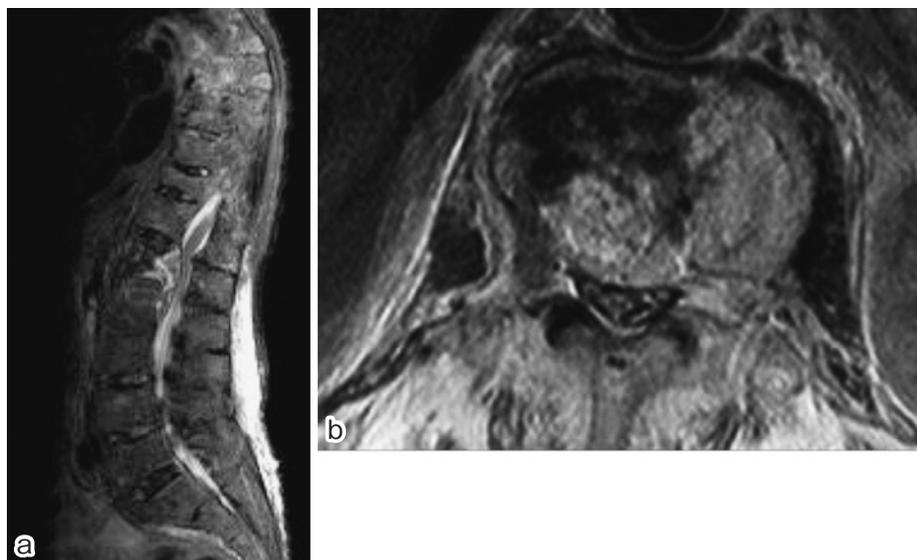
Magnetic resonance (MR) on admission
